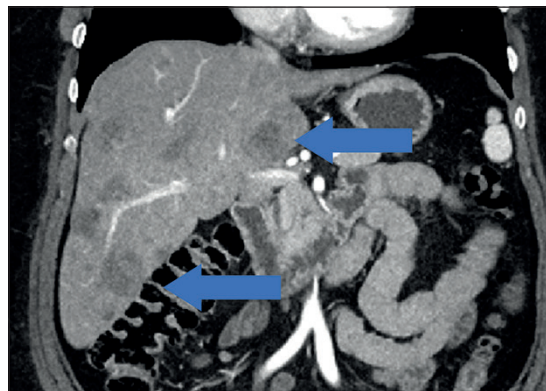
TC abdominal con lesiones hepáticas multifocales.
